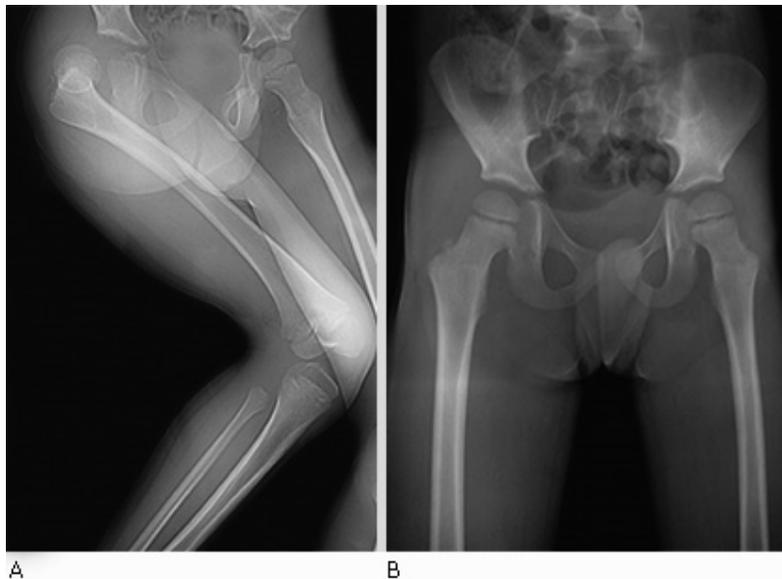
A. Radiografía AP, en la que se observa luxación posterior de cadera derecha. B. Radiografía después de reducida la luxación.
